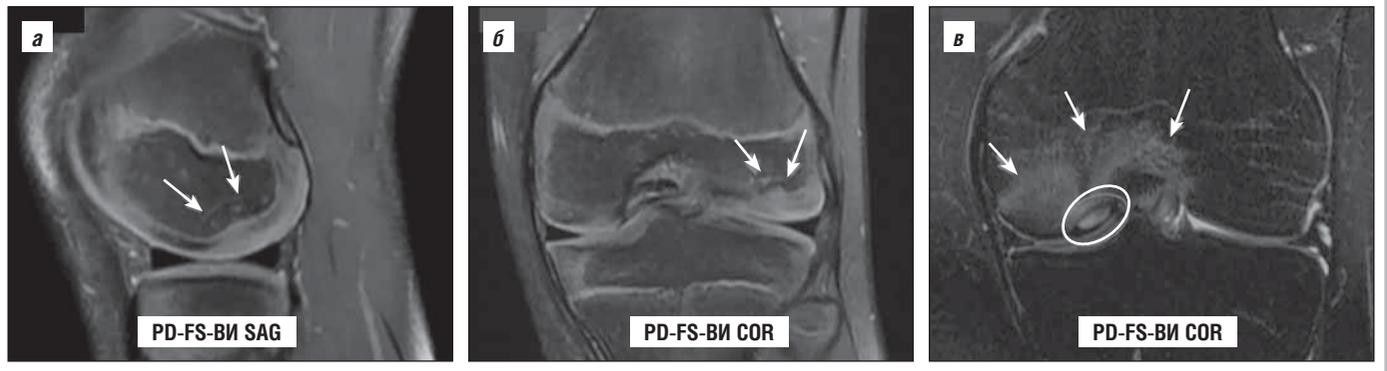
МРТ КС двух пациентов: *а, б* – нормальный вторичный центр окостенения латерального мыщелка бедренной кости (стрелки), отсутствует перифокальный костномозговой отек, гиалиновый хрящ интактен; *в* – РОХ медиального мыщелка бедренной кости с наличием остеохондрального дефекта (в круге), окруженного костномозговым отеком (стрелки) (Постаногов Р.А., 2024)
